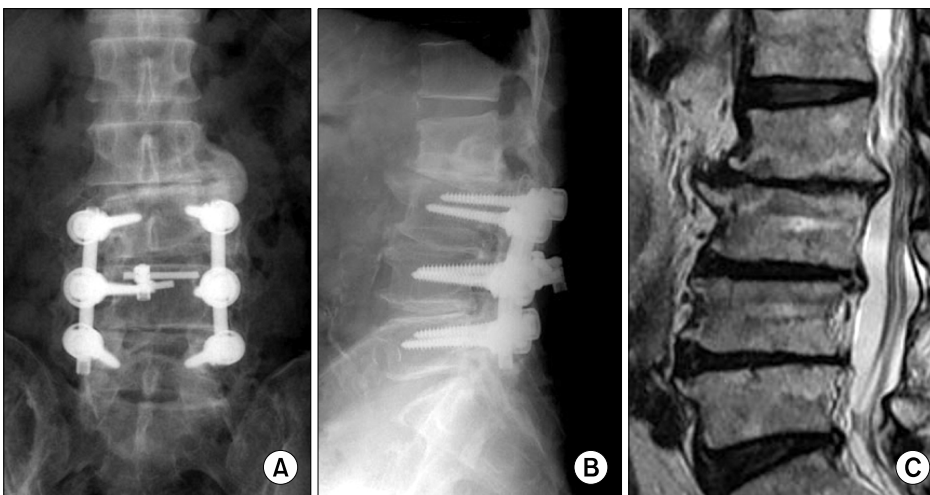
(A, B) 5 years after surgery, the anteroposterior and lateral radiographs showed severe loss of disc space at L2-3. This patient developed symptomatic adjacent segment disease. (C) MRI showed spinal stenosis at L2-3.
